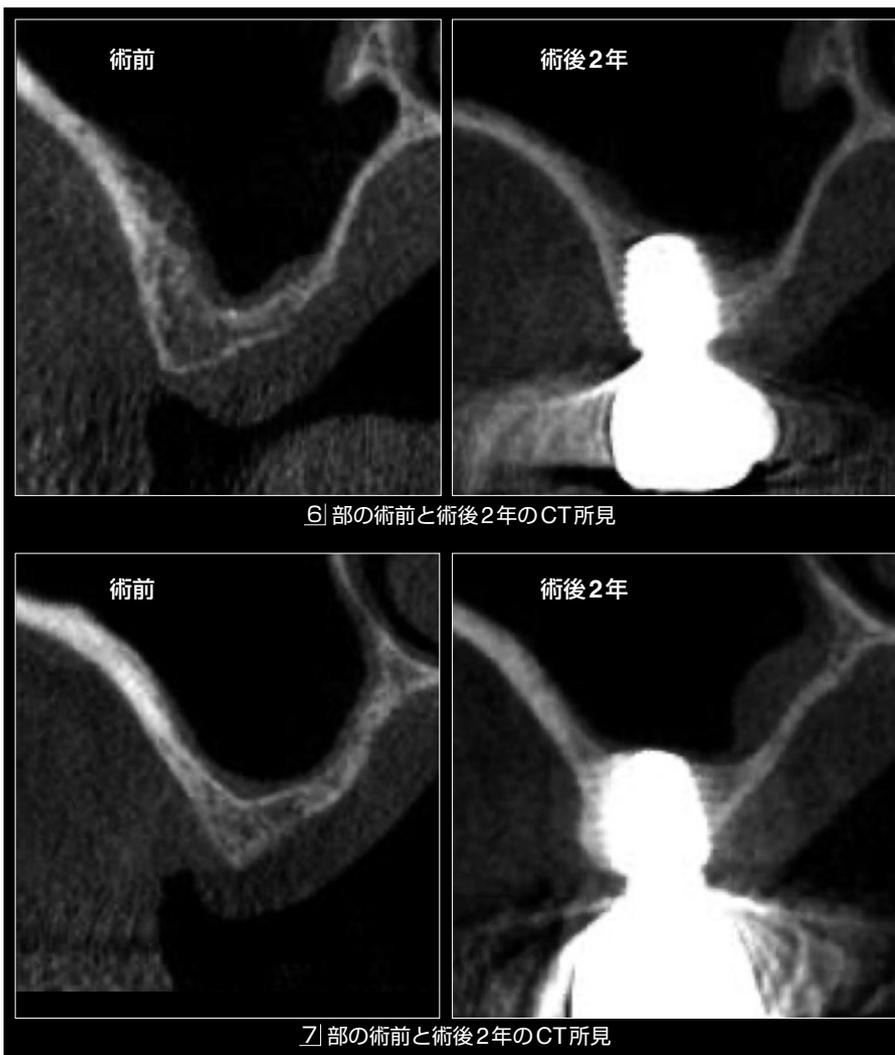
術前と術後2年のフォローアップ時のCT所見の比較。骨補填材を用いなくても、上顎洞粘膜に接する新生骨の再生が認められ、上顎洞粘膜の骨誘導能を示した。
